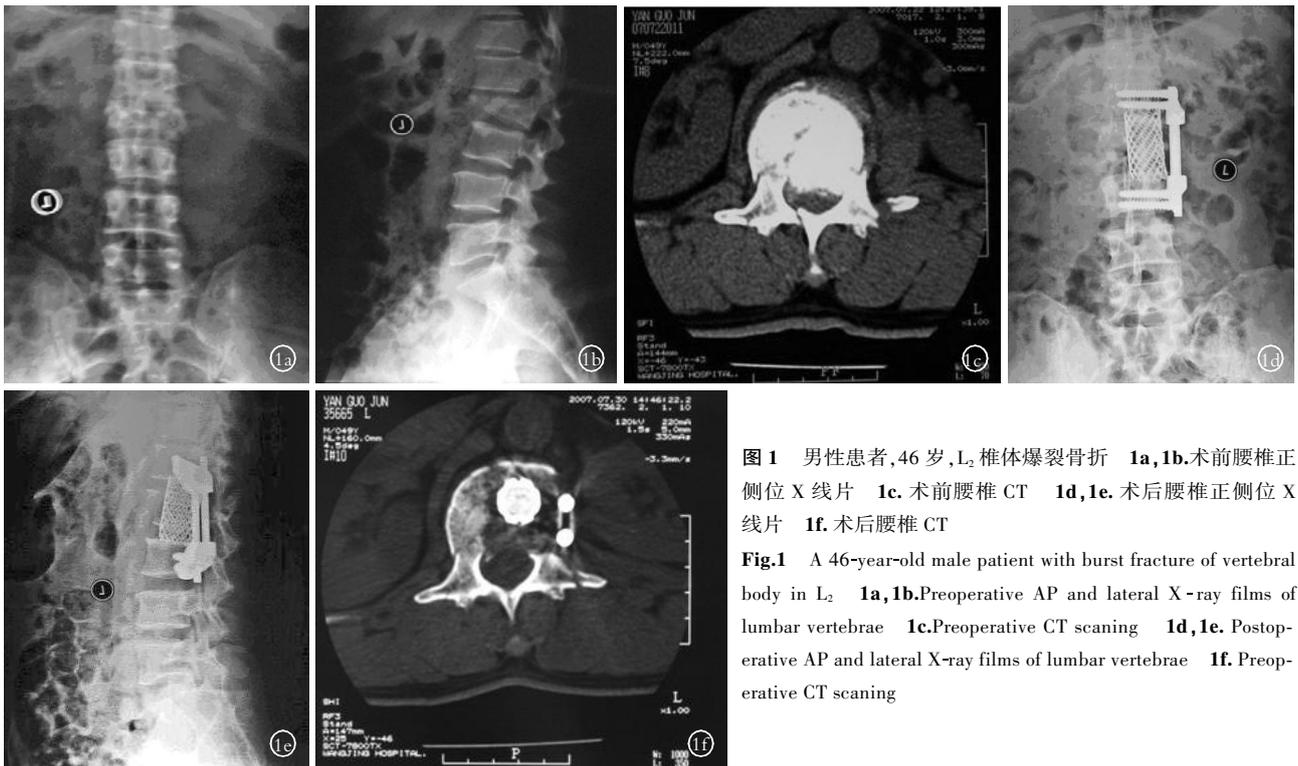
男性患者,46 岁,L₂ 椎体爆裂骨折 1a,1b.术前腰椎正侧位 X 线片 1c.术前腰椎 CT 1d,1e.术后腰椎正侧位 X 线片 1f.术后腰椎 CT
